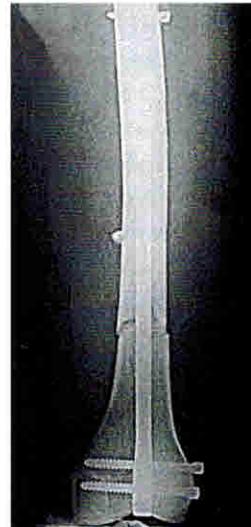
Фоторентгенограмма левого бедра после закрытого остеосинтеза DFN с блокированием.
